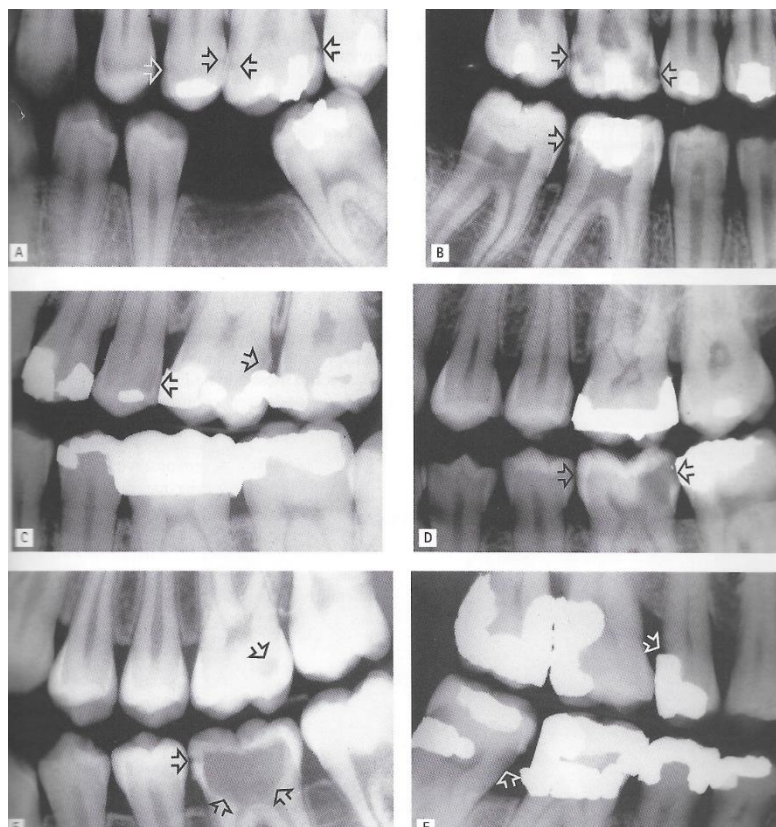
Radiografias Interproximais mostrando exemplos de típicas lesões de cáries (Indicadas por setas).
